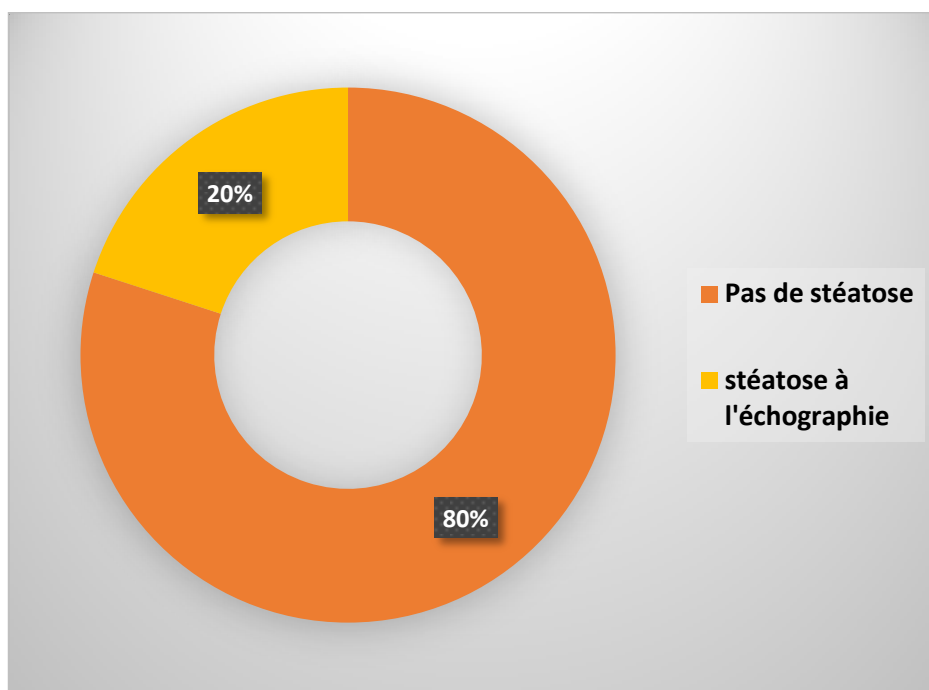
Répartition des patients selon La présence de stéatose à l'échographie
